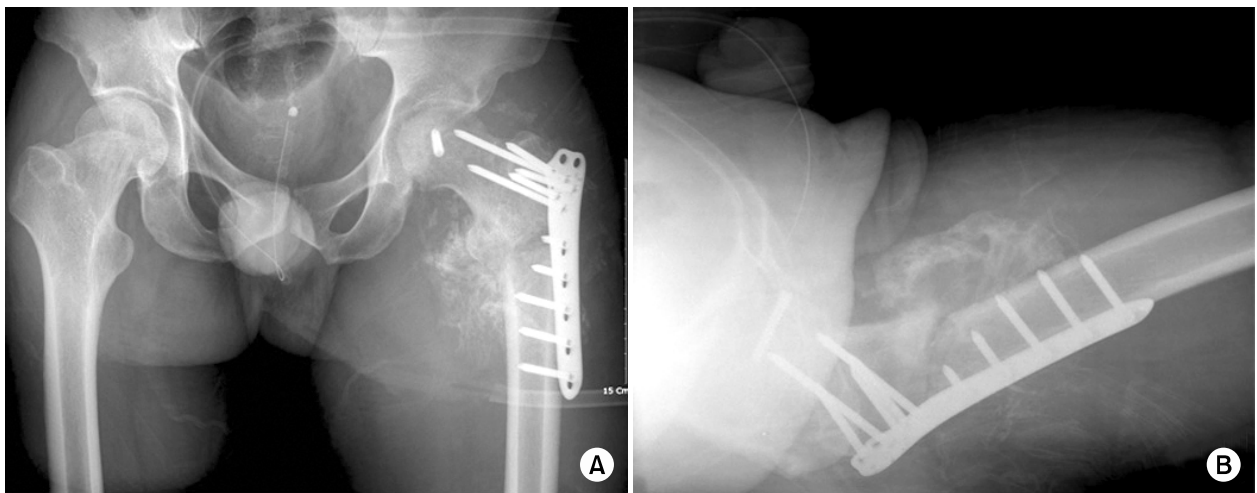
(A, B) Postoperative 3 months later follow-up anteroposterior and axial Hip radiographs show bridging callus formation around previous intertrochanteric fracture area. Avascular necrosis of femur head or displacement does not observed.
